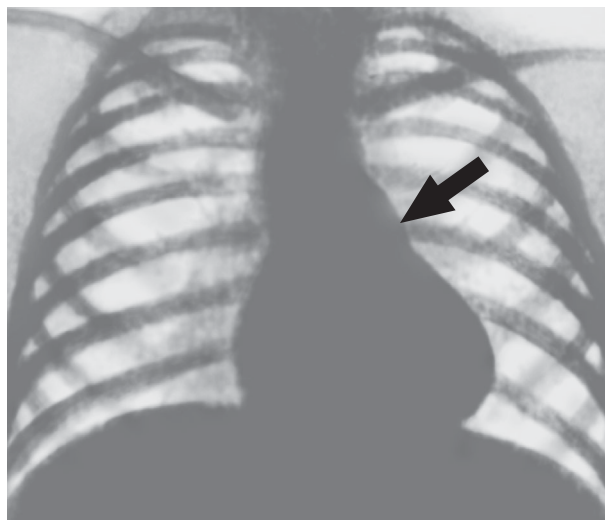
Рентгенограма органів грудної клітки при дефекті міжпередсердної перегородки
